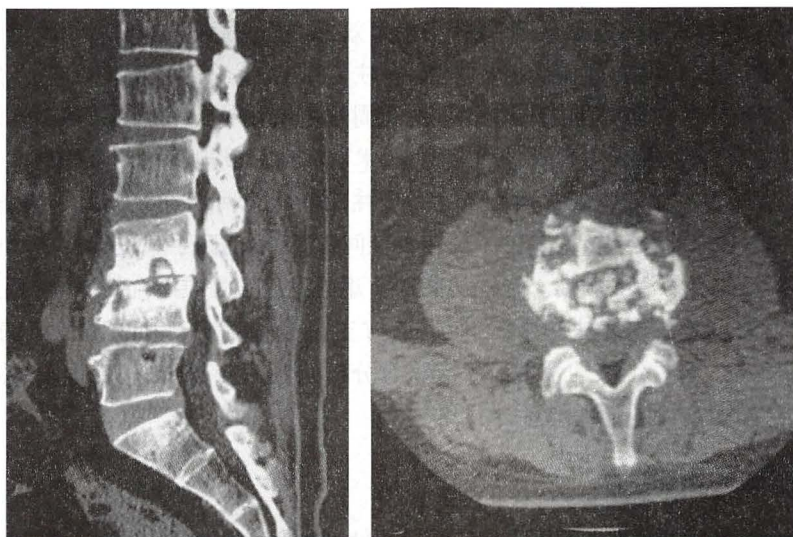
脊柱结核 CT 表现：死骨和腰大肌脓肿
